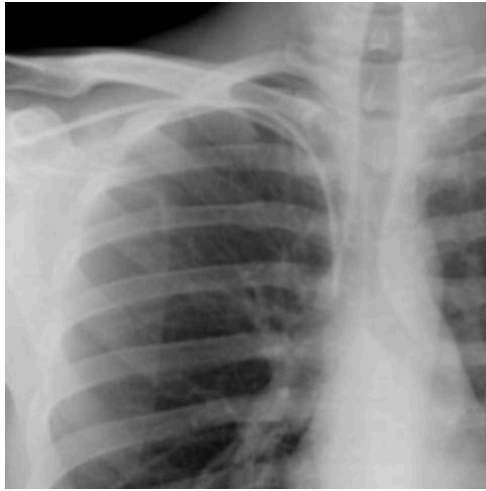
Imagen de radiografía de tórax simple que visualiza correcta inserción de CVC subclavio derecho
